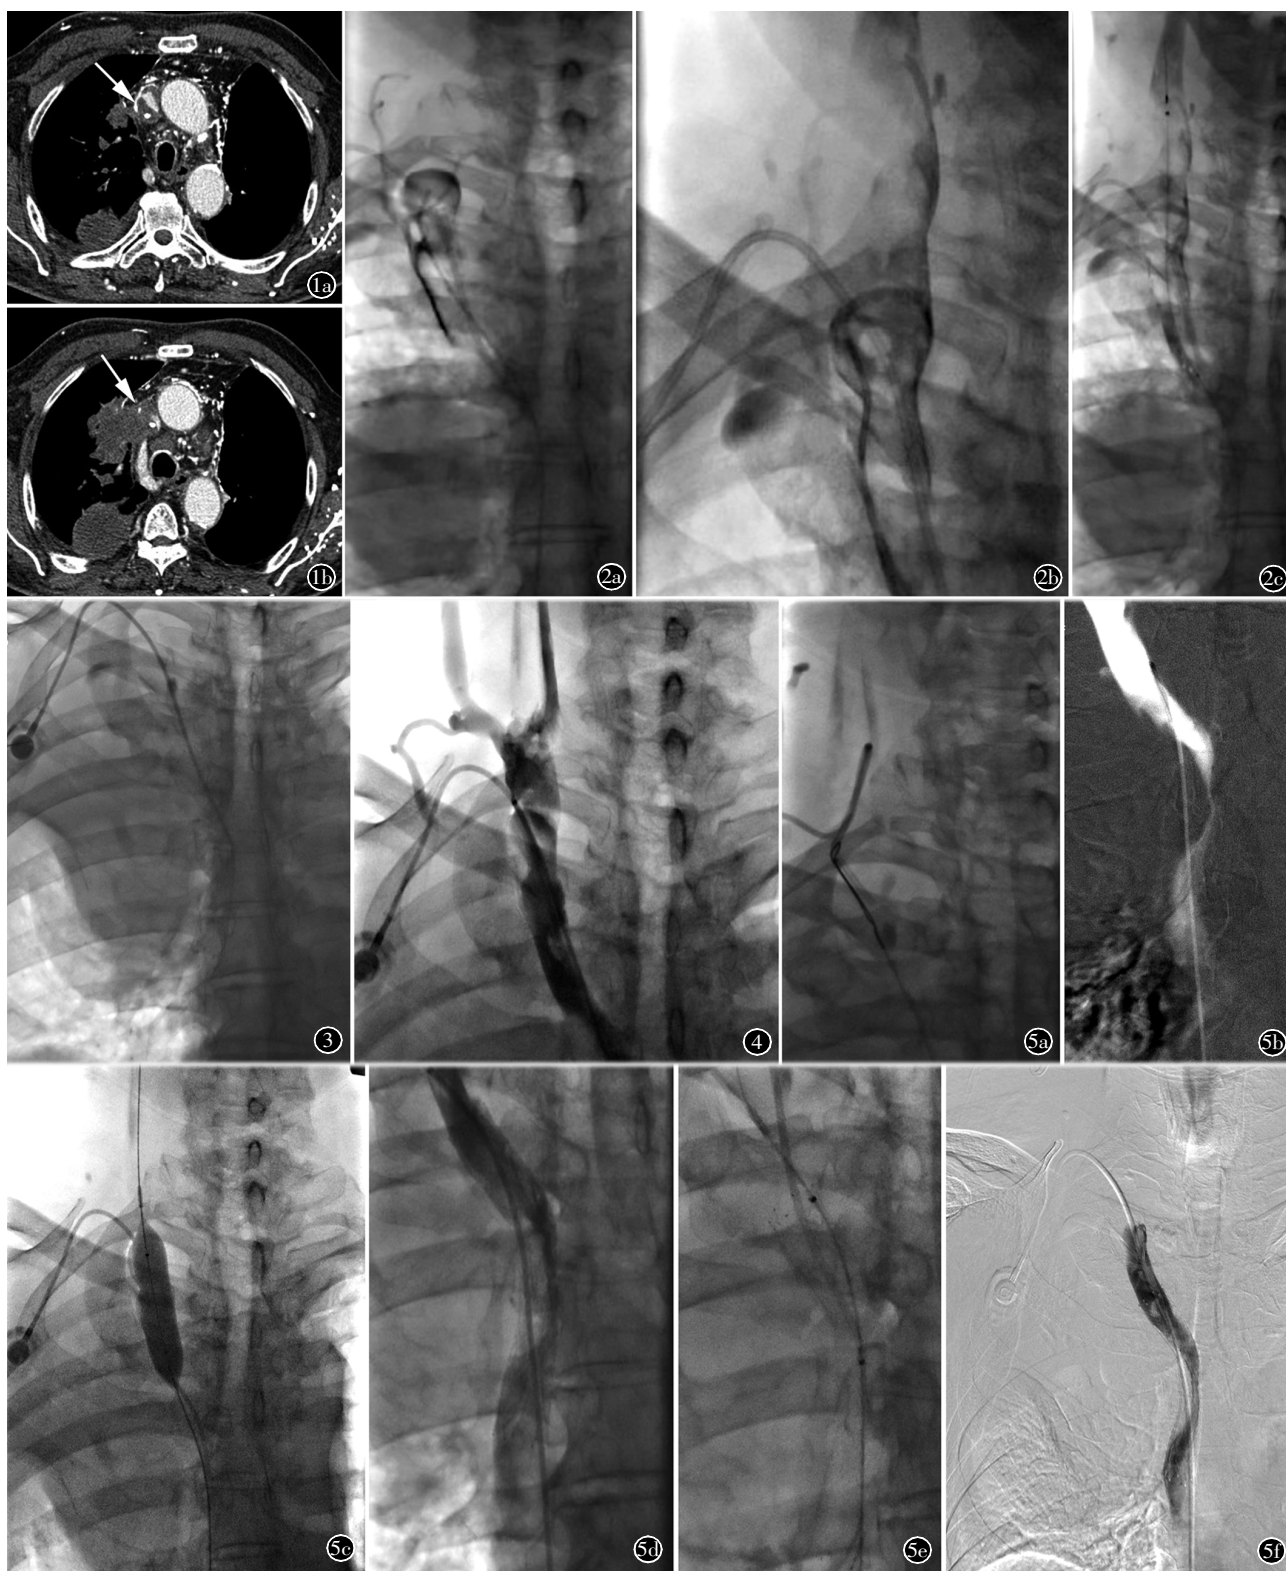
a)胸部增强 CT 轴位,上腔静脉狭窄,腔静脉内血栓形成(箭),输液港导管尚在腔静脉内;b)左肺癌术后改变,右肺多发转移瘤,纵隔多发转移淋巴结,伴右侧上腔静脉侵犯(箭)。图 2 a)上腔静脉造影示上腔静脉多发充盈缺损,提示血栓形成;b)右颈静脉闭塞;c)置入 10 cm 溶栓导管,给予留管溶栓 5d。图 3 DSA 正位摄片,经腋静脉入路输液港在位,输液港导管在上腔静脉内。图 4 右颈静脉置管溶栓第 5 天,上腔静脉造影,见上腔静脉、颈静脉内多发充盈缺损,较前明显改善,撤出溶栓导管。图 5 a)利用圈套器将输液港导管引至右锁骨下静脉;b)造影示输液港导管整体位置上移,头端撤出上腔静脉狭窄段;c)球囊扩张上腔静脉狭窄段,经加硬导丝引入 14 mm×80 mm 支架至狭窄段释放成功;d)支架内中度狭窄;e)造影示支架内血流通畅;f)可见输液港导管随之下降至上腔静脉支架内,经右胸壁输液港导管造影示输液港导管通畅。
